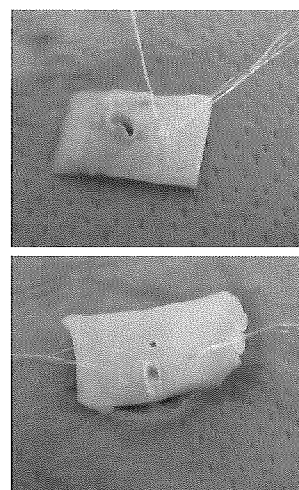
155T-71L X633、レベル3、3秒の超音波振動（上：外壁側、下：内壁側）
